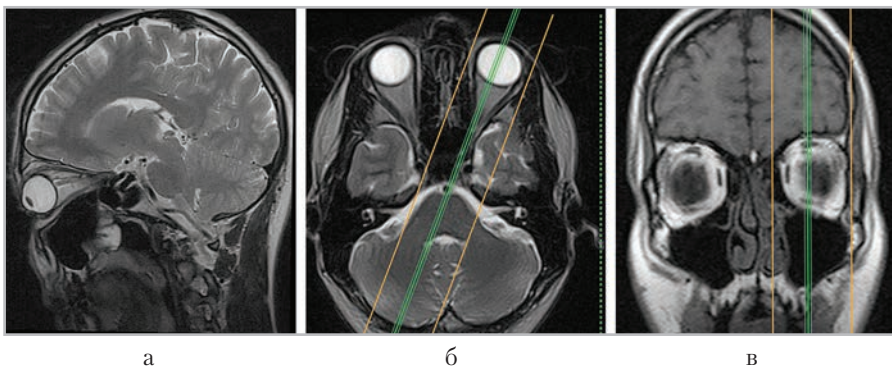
МР-томограммы, полученные для планирования косых сагиттальных срезов (а) в аксиальной (б) и коронарной (в) плоскостях
